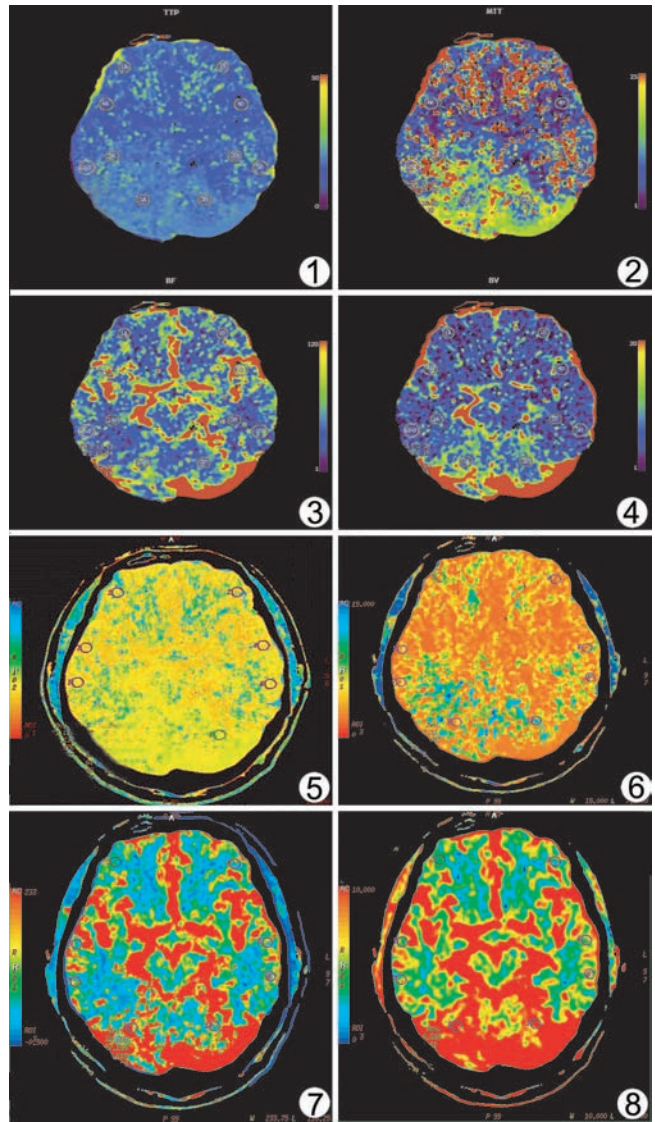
~8 男,52 岁,突发 TIA 图 1~4 基于最大斜率模型的 Ascend CT perfusion 软件包所得图像 图 1. CT 灌注 TTP 图;图 2. MTT 图;图 3. CBF 图;图 4. CBV 图 图 5~8 基于去卷积模型的 GE Light speed perfusion3 软件包所得图像 图 5. CT 灌注 TTP 图;图 6. MTT 图;图 7. CBF 图;图 8. CBV 图
